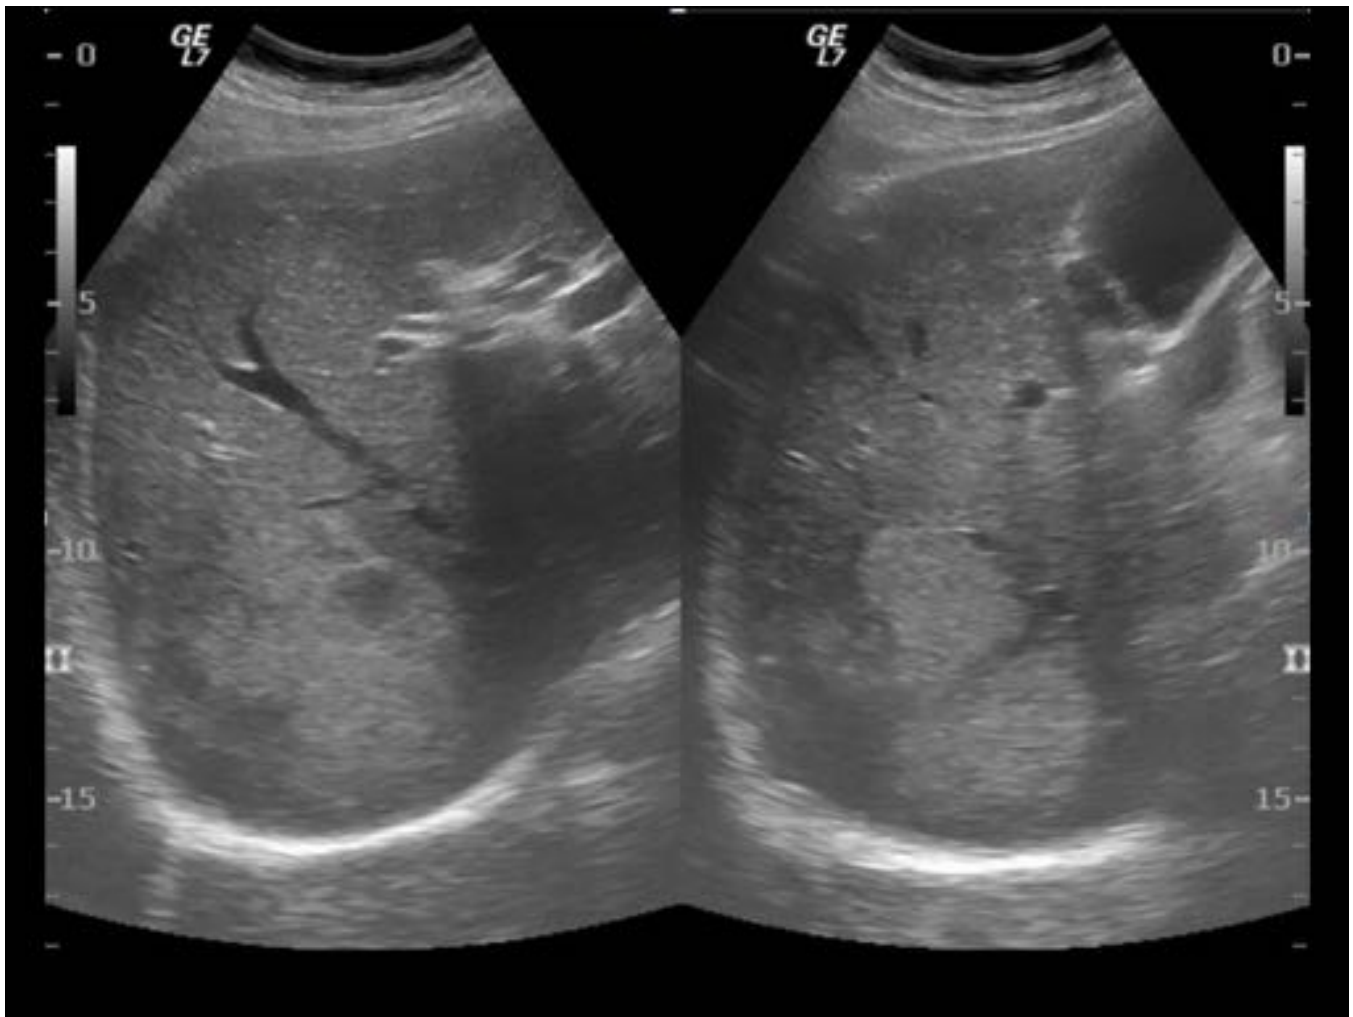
Paciente a estudio por síndrome general. Ecografía transabdominal en la que se identifican múltiples lesiones focales hepáticas mal delimitadas e hiperecogénicas, sospechosas de metástasis.
